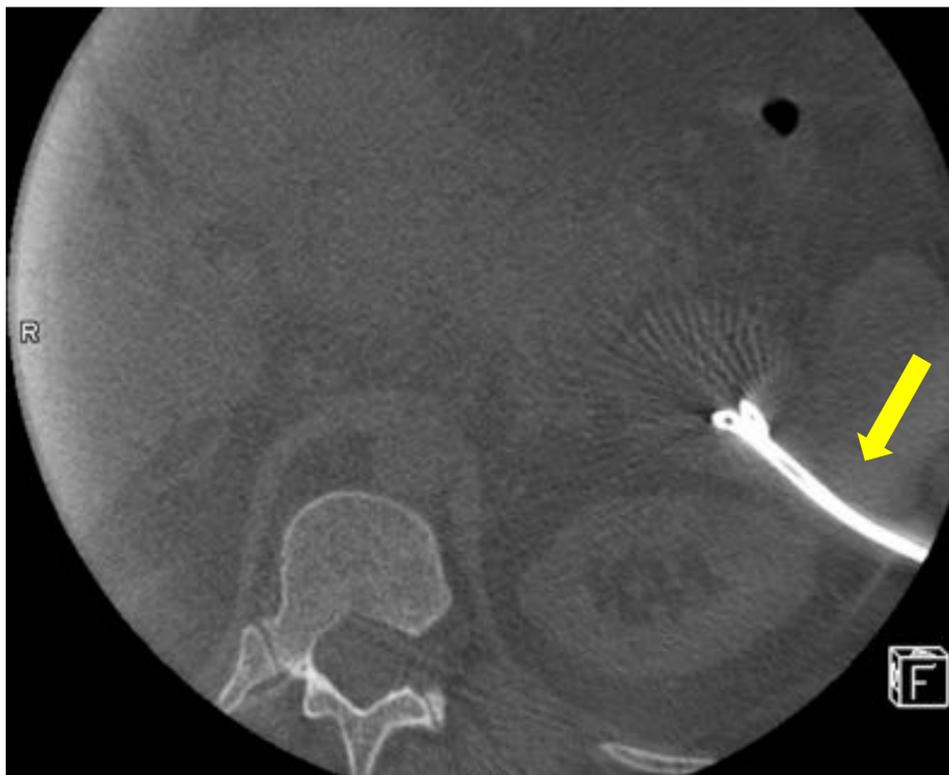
Drenaje percutáneo guiado por cone-beam TC.
